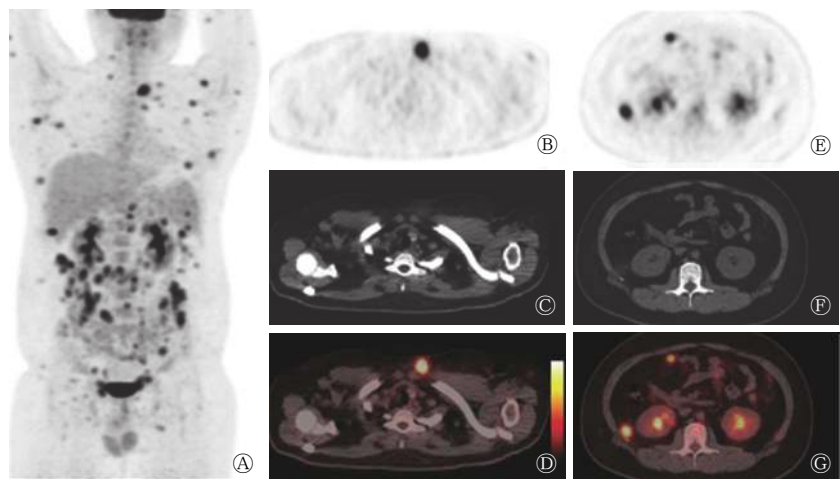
皮下脂膜炎样T细胞淋巴瘤患者(男性,24岁)的 $^{18}\text{F}$ -FDG PET/CT显像图 图中,A:MIP图示双侧上肢及躯干、左侧腋窝及双侧腹股沟区多发灶 $^{18}\text{F}$ -FDG摄取增高;B~D:左前胸壁皮下脂肪组织内稍高密度影,代谢明显增高;E~G:腹腔内脂肪组织不规则稍高密度影,相应病灶 $^{18}\text{F}$ -FDG摄取增高。FDG:氟脱氧葡萄糖;PET/CT:正电子发射断层显像计算机断层摄影术;MIP:最大密度投影。
